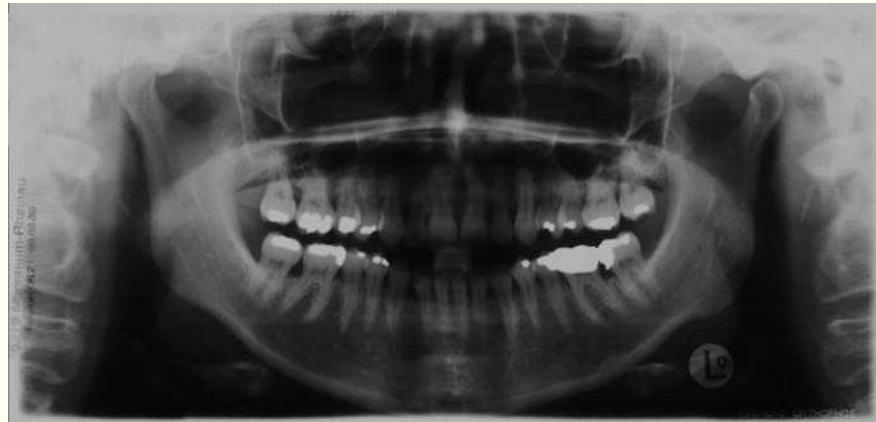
Radiografía panorámica (de otro centro) del 19 de marzo de 2001.
